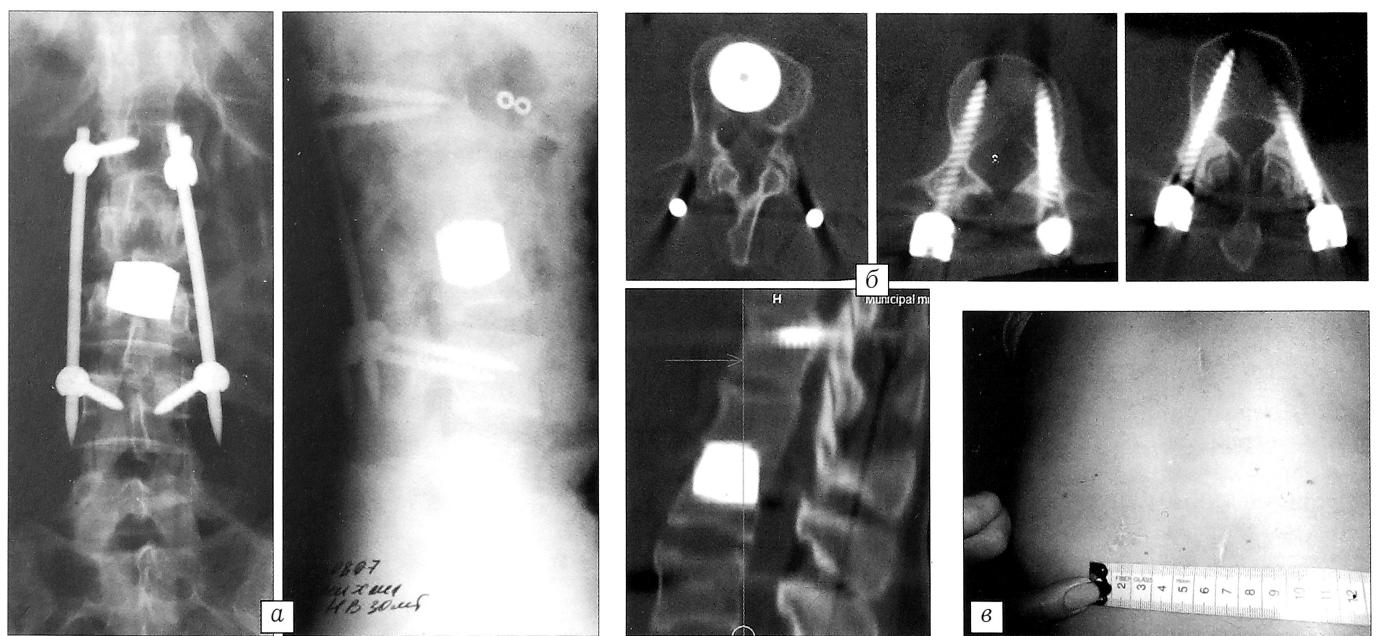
Рентгенограммы (а), компьютерные томограммы (б) через 5 лет после операции и вид послеоперационных рубцов (в) на спине у той же больной после пункционной ТПФ L1-L4, передней декомпрессии дурального мешка и переднего спондилодеза на уровне L2–L3.
